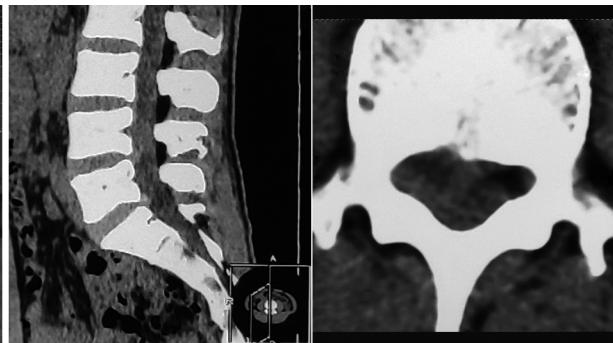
术前腰椎CT示L₄椎体水平椎管内软组织密度肿块
